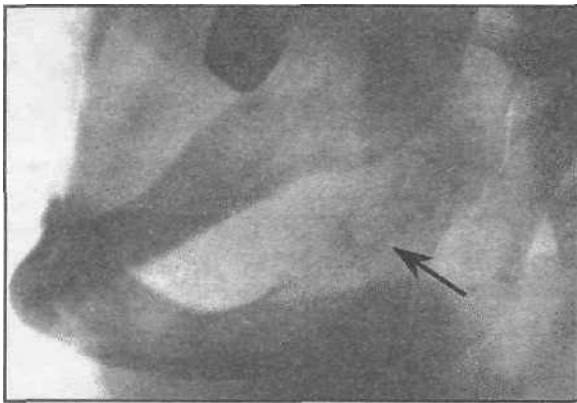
Рентгенографическая картина ячеистой формы остеобластомы нижней челюсти.
